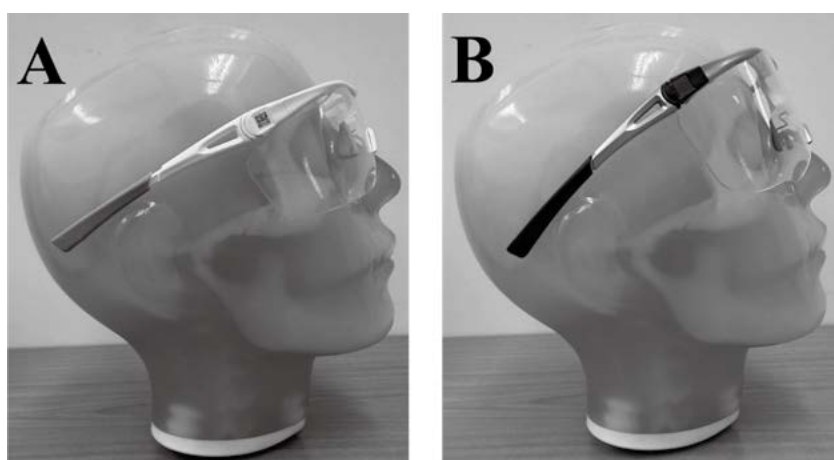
左の写真 (A)はレギュラータイプのX線防護眼鏡 (TORAY PANORAMA SHIELD HF-200W)、右の写真 (B)はオーバーグラスタイプのX線防護眼鏡 (TORAY PANORAMA SHIELD HF-480S) を示している。
